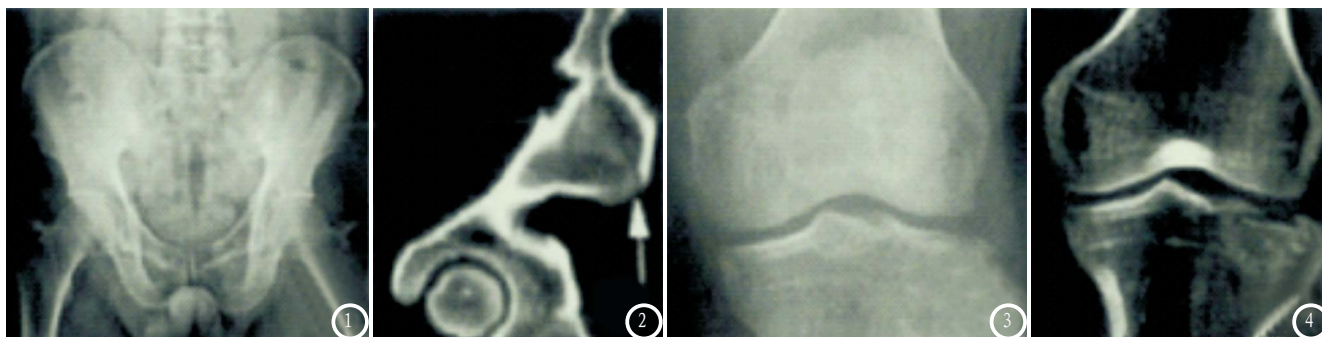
为同一患者图像。图1 X线骨盆未见有骨折现象；图2 CT矢状面见明显骨折线，较为清晰。图3-4 为同一患者图像。图3左膝关节进行X线平片未见骨折现象。图4 CT左膝关节图像立体显示左侧胫骨平台出现局部塌陷现象，有较强层次感。
